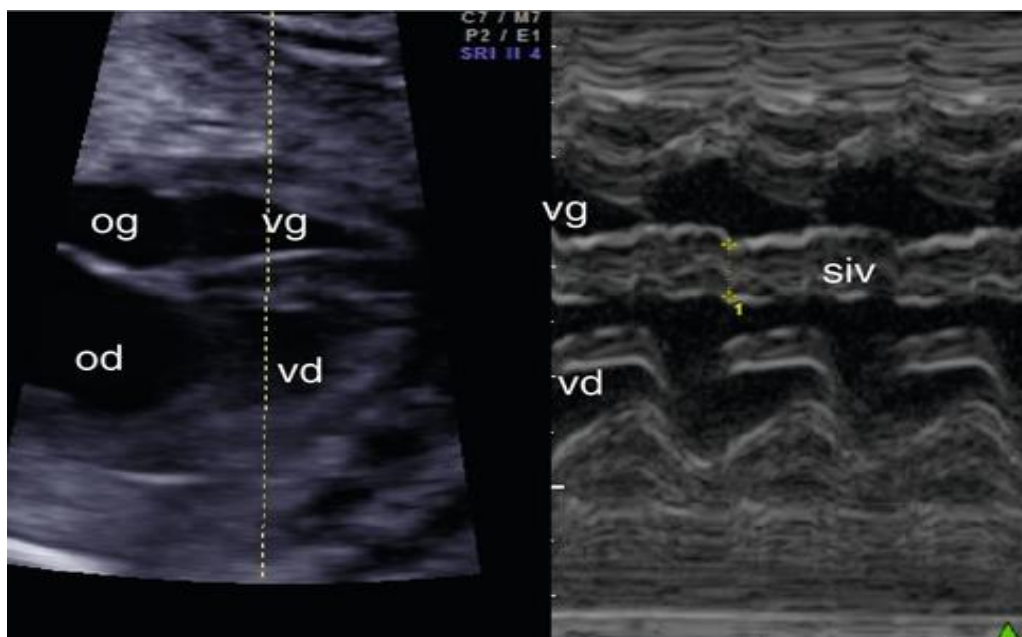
Échocardiographie en mode TM pour mesure de la taille, de l'épaisseur et de la cinétique des ventricules[12].
